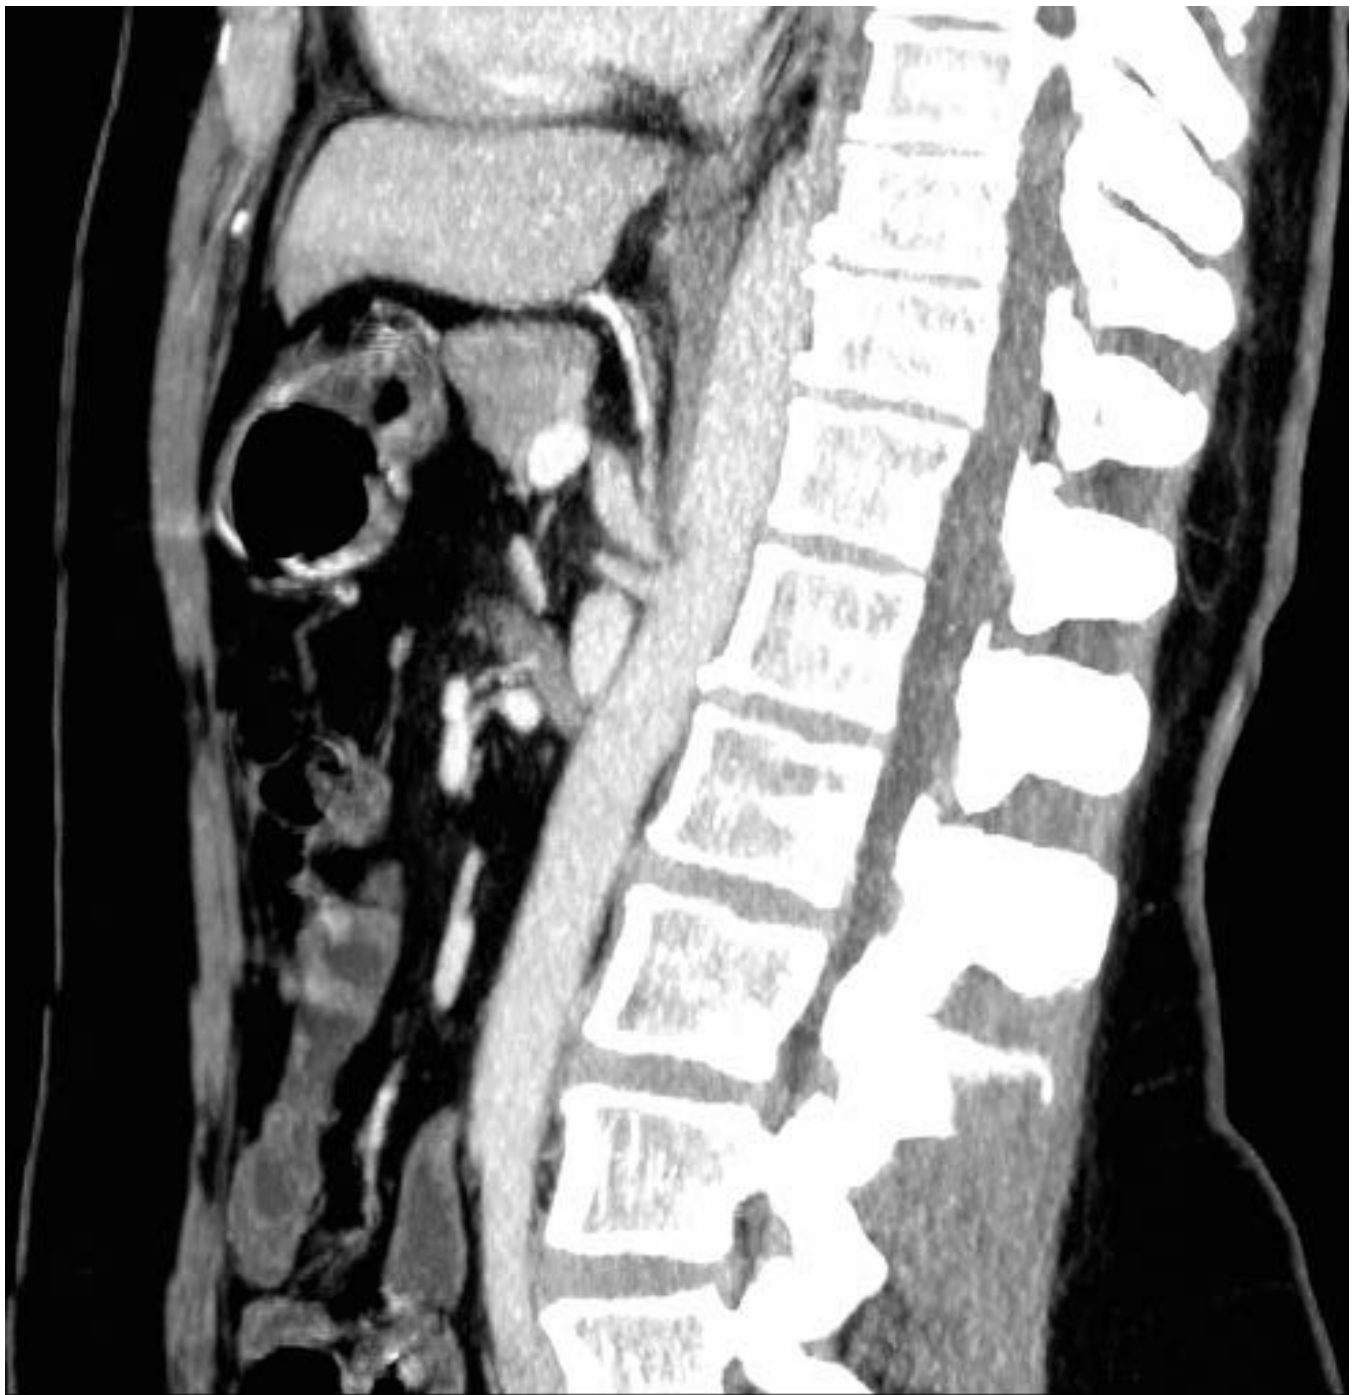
Mujer de 52 años con episodios repetidos de un mes de evolución de dolor epigástrico intenso, estreñimiento pertinaz, náuseas y pérdida de peso. Reconstrucción sagital MIP de TC abdomino-pélvico con contraste: Estenosis focal proximal del tronco celíaco, con aspecto típico de "gancho" ("hook-shaped") debido a la baja implantación del ligamento arcuato medio. Se aprecia leve dilatación fusiforme postestenótica del tronco celíaco, con permeabilidad de su luz
